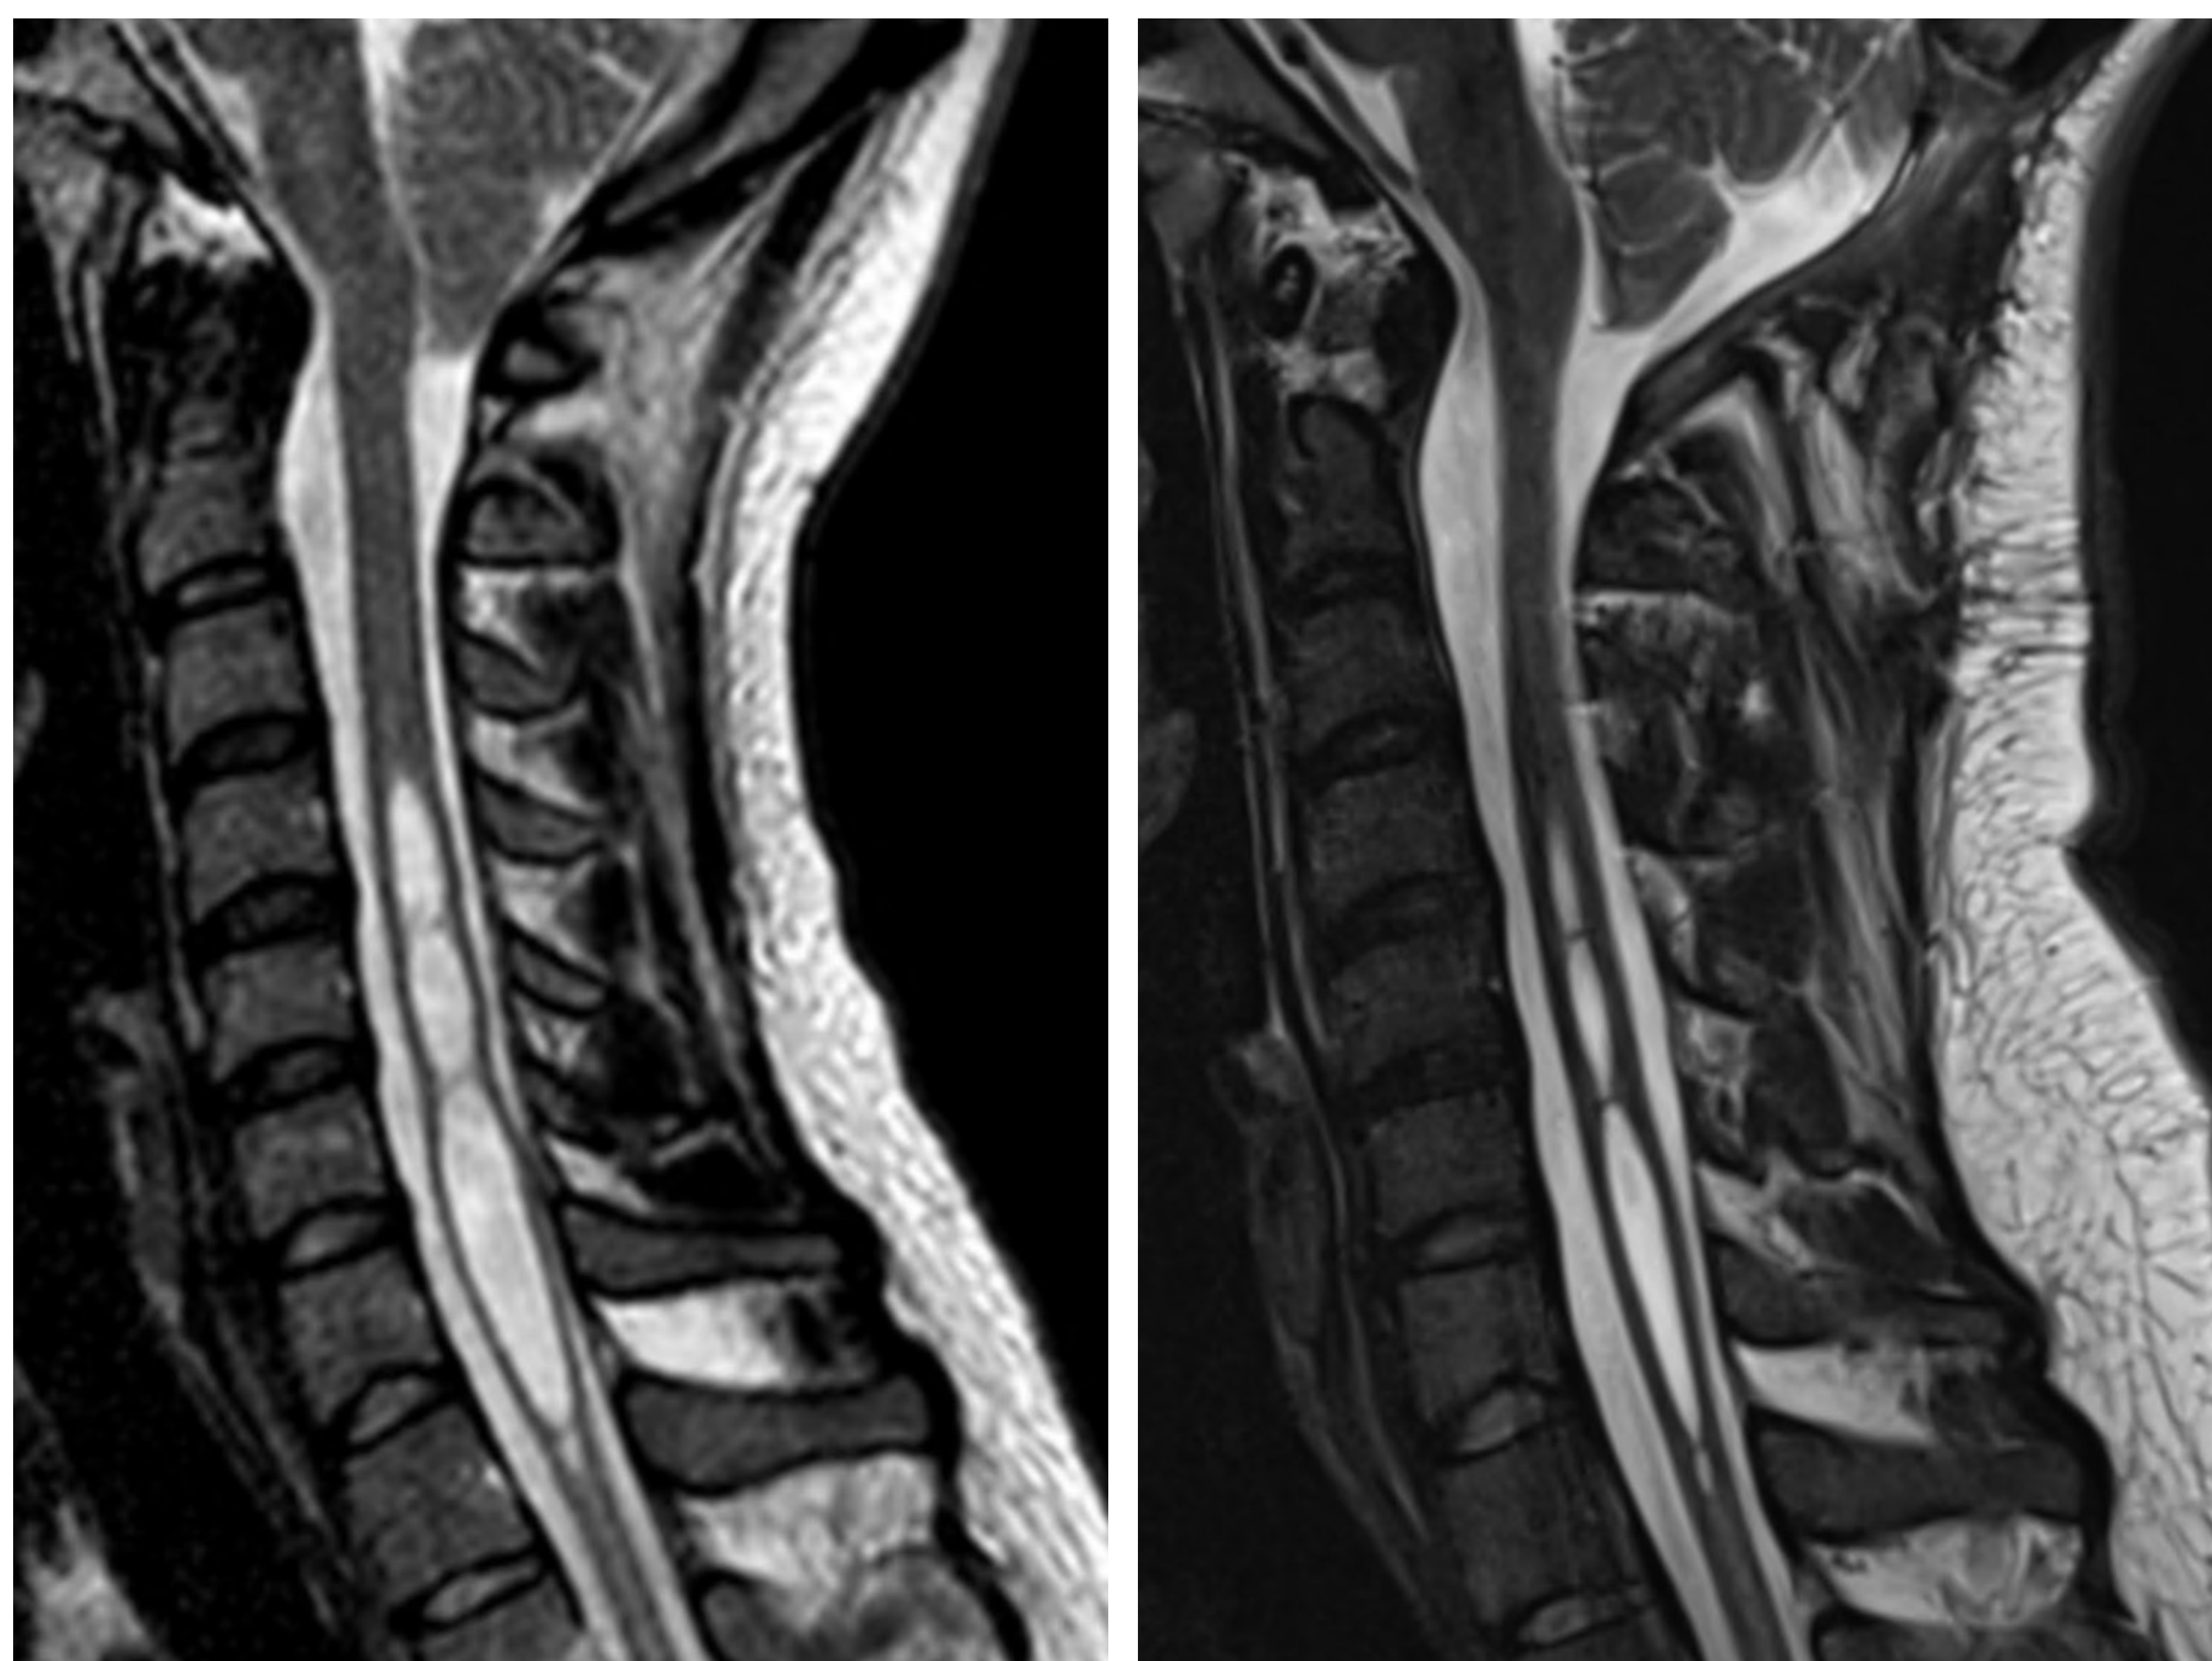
Hidrosiringomielia. RM columna cervical con malformación de Chiari I pre y postquirúrgica. Se presentan cortes sagitales en secuencias T2. A) Descenso de amígdalas cerebelosas a través del agujero magno, que presentan una morfología afilada en su porción distal con discreta obliteración de la porción cefalorraquídeo de la cisterna magna en el contexto de malformación de Chiari tipo I. Lesión hiperintensa en secuencias T2 a nivel central medular desde cuerpo vertebral de C4 hasta D1, con septos intermedios (formando loculaciones de LCR), en relación con hidrosiringomielia. B) Cambios postquirúrgicos tras descompresión de fosa posterior con resección parcial de la concha occipital y arco posterior de C1. Persiste, aunque de menor tamaño la hidrosiringomielia de la médula cervical.
